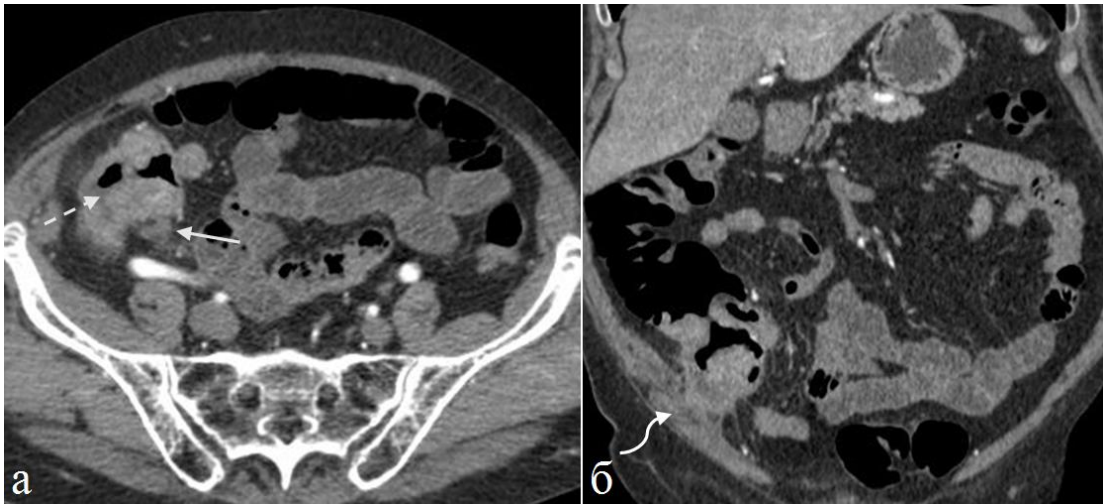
Больной 60 лет. Рак слепой кишки. Артериальная фаза контрастного усиления. а) Аксиальная томограмма, б) фронтальная томограмма. В слепой кишке определяются ассиметричное локальное утолщение стенки (пунктирная стрелка). Опухоль неравномерно и понижено контрастируется. На фронтальном изображении видно, что опухоль прорастает париетальный листок брюшины и врастает в брюшную стенку (изогнутая стрелка).
